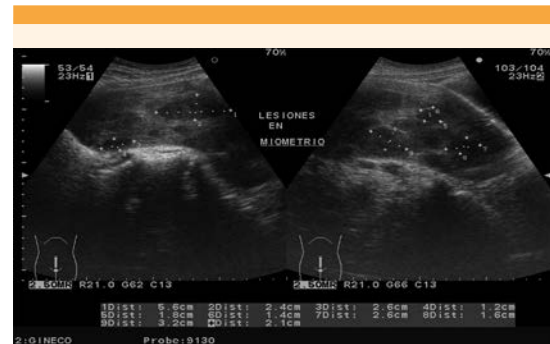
Ultrasonido pélvico que muestra imágenes hipoeoicas de diferente tamaño.
